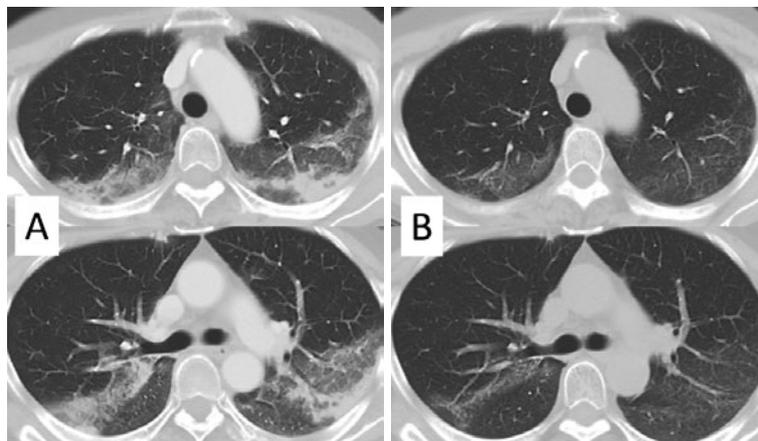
胸部単純CT. (A) 入院時. (B) ステロイド投与開始2週後.
